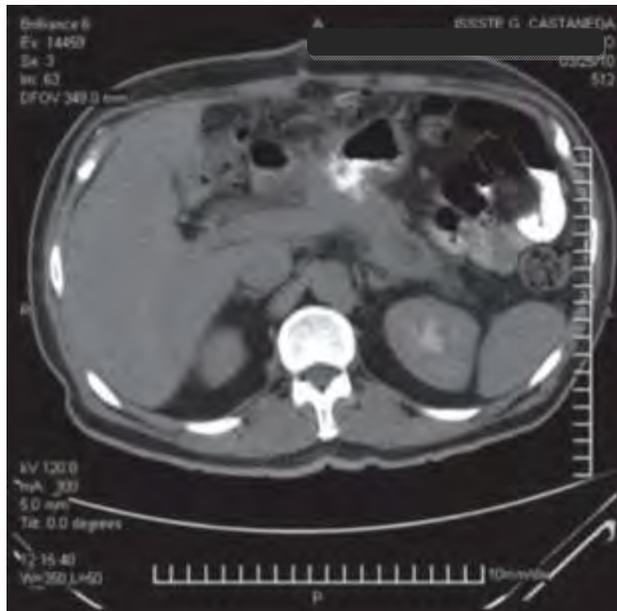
TAC abdominal con doble medio de contraste como control postquirúrgico en la que se observa que el pseudoquiste pancreático se ha eliminado.
